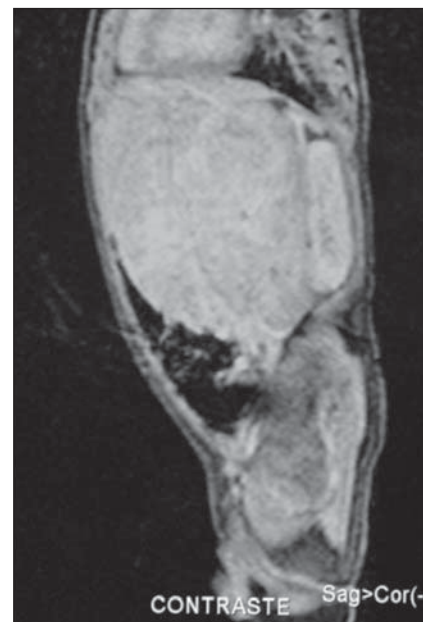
Ressonância magnética, seqüência ponderada em T1 pós-contraste.
